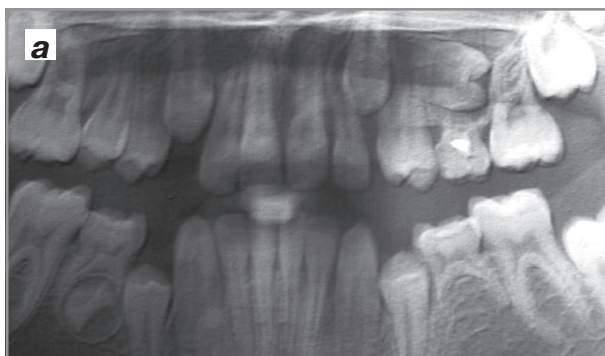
Рентгенологічна картина та томографічне зображення фолікулярної кісти від 25 зуба з проростанням в ліву гайморову пазуху.
